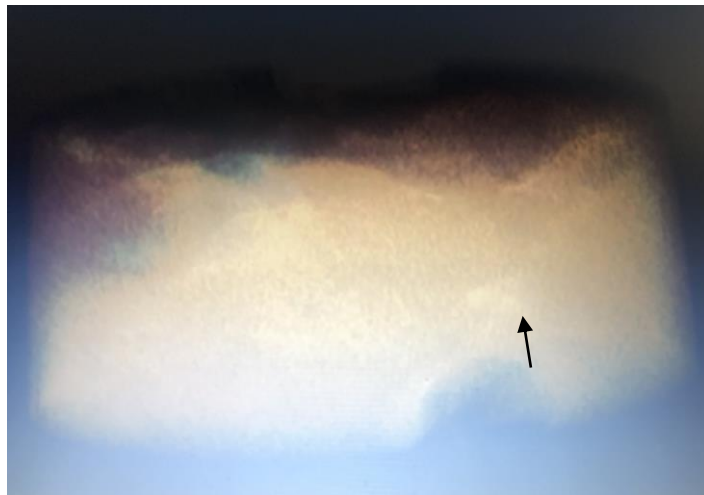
Металлическое включение в тканевом биоптате периимплантатного ложа (микрорентгенографический снимок).
